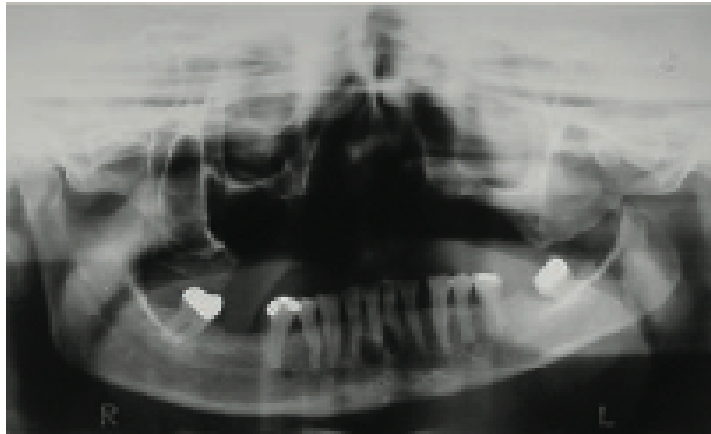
Radiographie panoramique pré-opératoire: Rodrigues et coll. (134).
